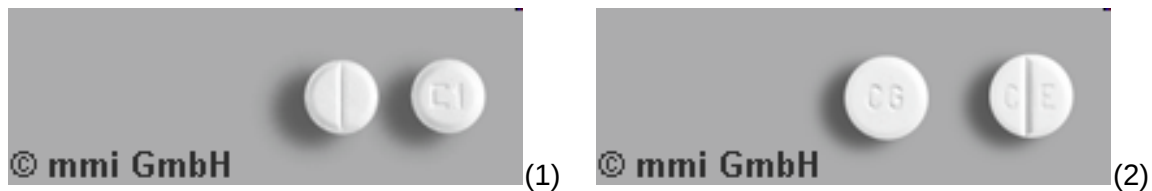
Aussehen einer Digitoxin CT®-Tablette (1) und einer Esidrix®-Tablette (2)
